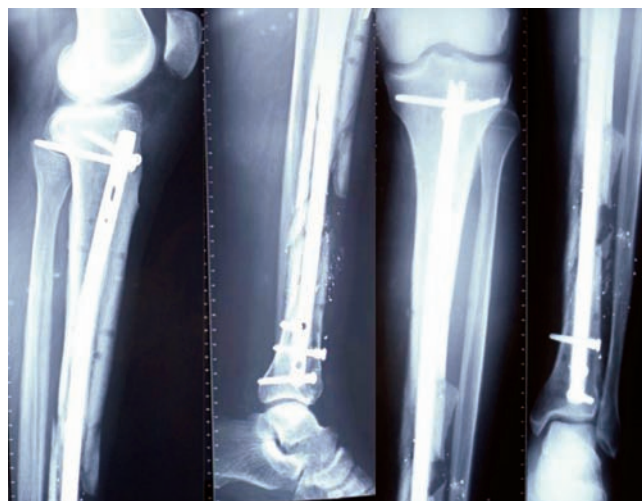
Рентгенограммы раненого В. после выполнения операции второго этапа – интрамедуллярного остеосинтеза отломков большеберцовой кости, наложение вторичных швов на огнестрельную рану (9 сутки после ранения)
